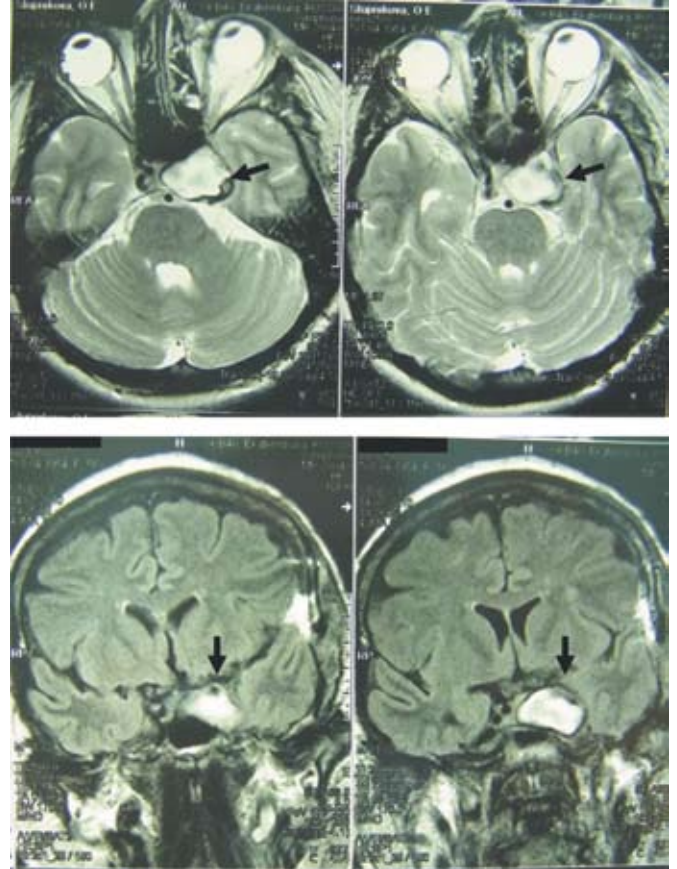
Контрольная МРТ головного мозга. Гигантская аневризма кавернозного отдела левой ВСА (стрелка) размером 28 x 17 x 18 мм, без признаков кровотока. Данных за гематому, ишемический инфаркт не получено.
